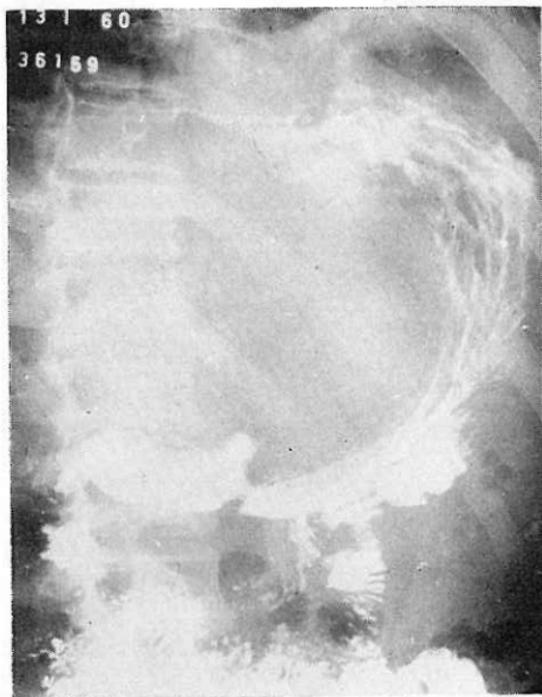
Radiografía del estómago y duodeno con signos de compresión extrínseca por hepatomegalia, en un caso de absceso hepático amibiano.
